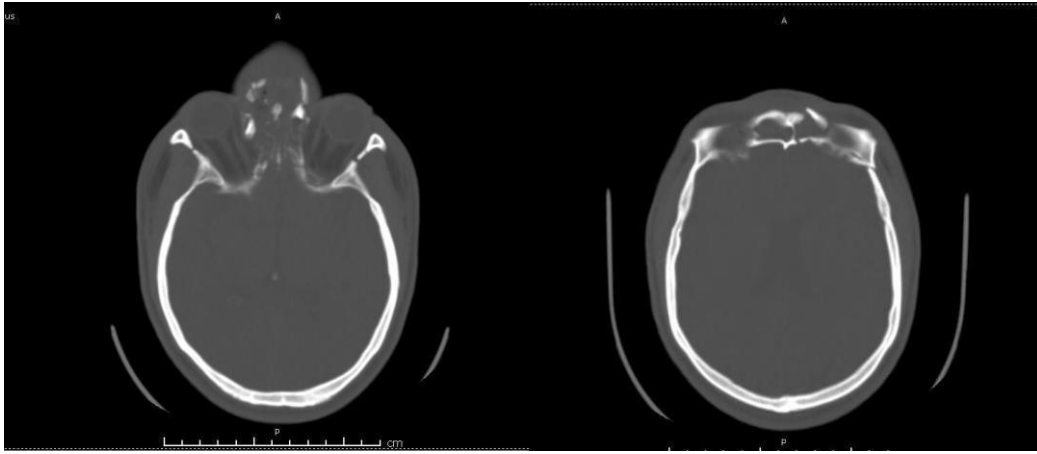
TC de face: Corte Axial. Fonte: Hospital Regional de Cotia- São Paulo
